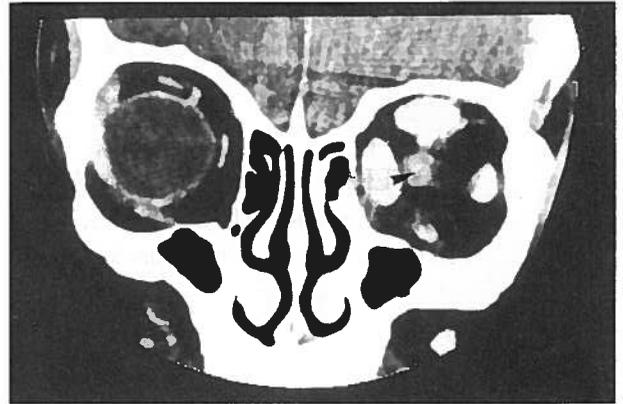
TC das órbitas, plano coronal: alargamento de todos os músculos extraoculares à direita, principalmente o recto interno e recto superior. Note-se também o compromisso do nervo óptico ipsilateral (seta).
